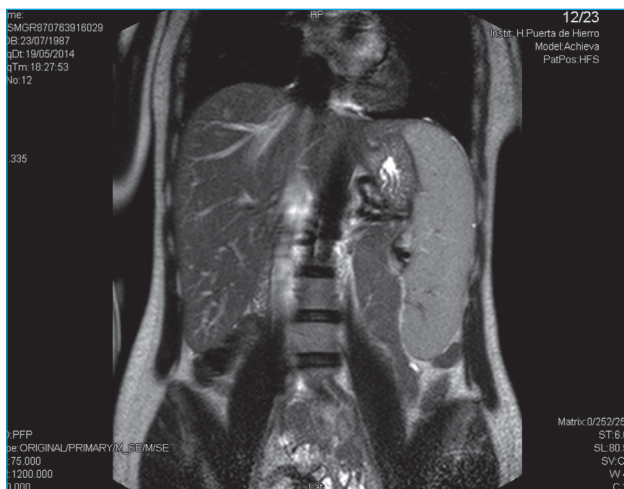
Corte coronal de la RM en la que se aprecia claramente la esplenomegalia.
